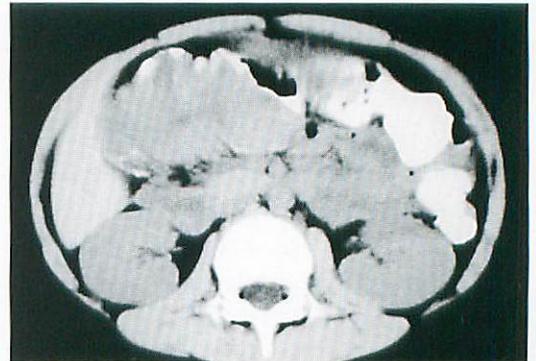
CT scan at the level of the transverse colon shows a mass with contrast material and air in the peripheral colon
